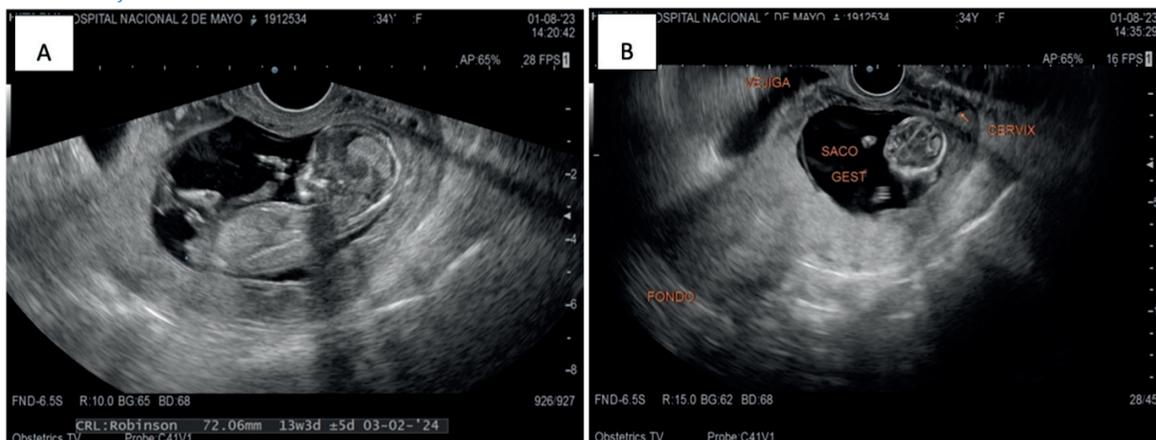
A. FLUJO DOPPLER CIRCUNDANTE AL SACO GESTACIONAL. B. GESTACIÓN A NIVEL DE CICATRIZ PREVIA, CON GROSOR MIOMETRIAL DE 2,1 MM.
